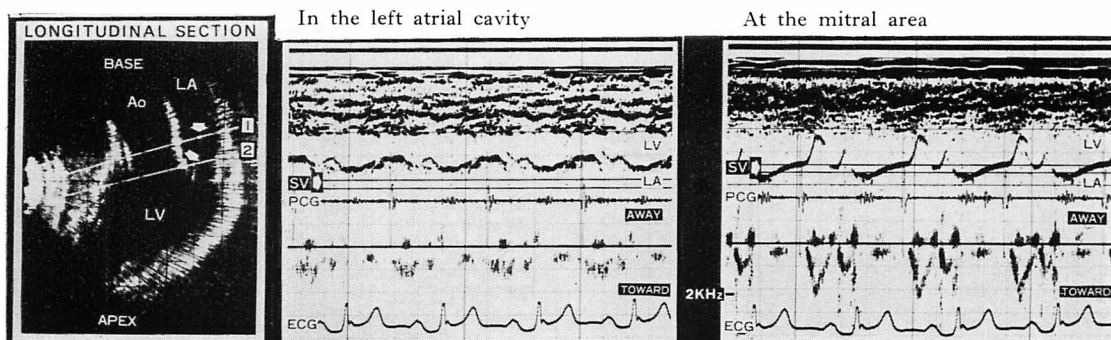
The intracardiac Doppler signals in a healthy subject.
